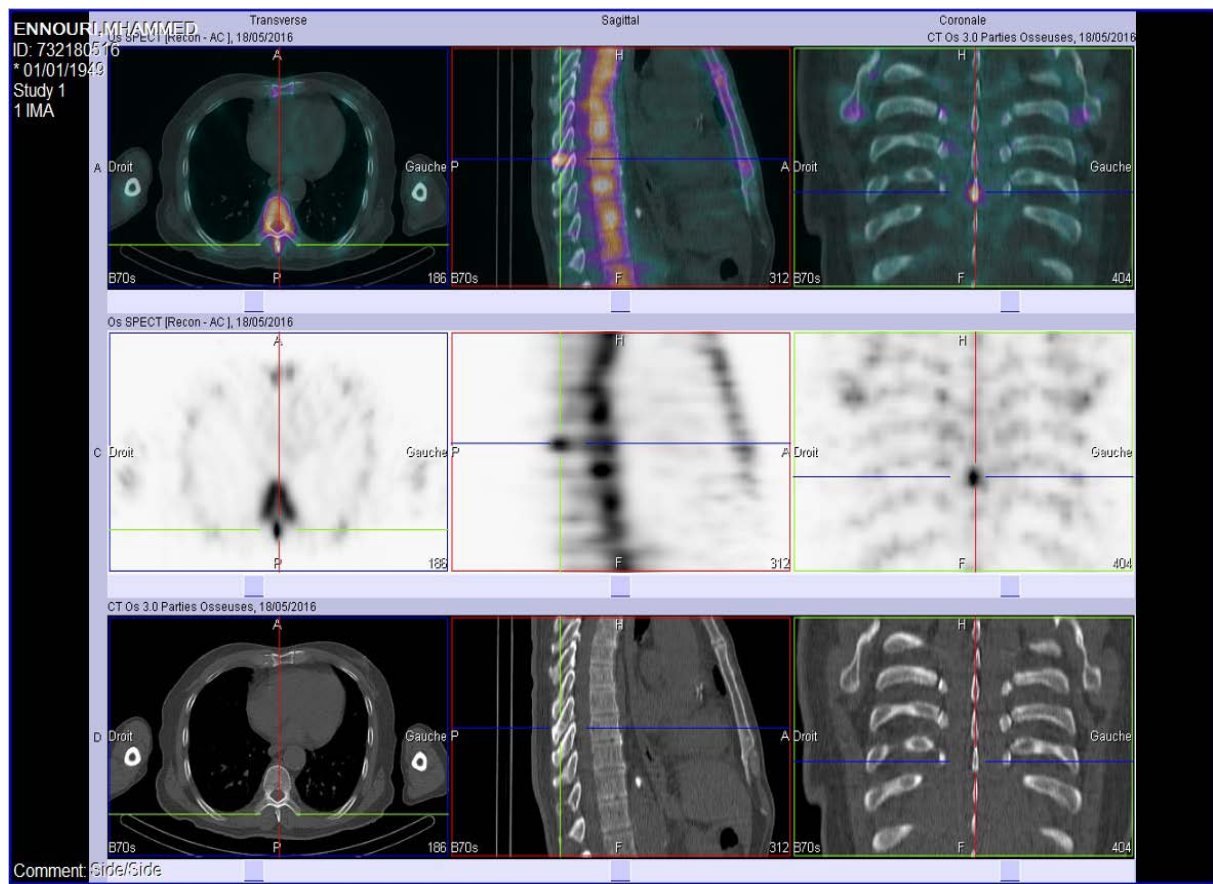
' : des coupes tomoscintigraphiques couplées au scanner montrant une lésion ostéocondensante en regard de D9
